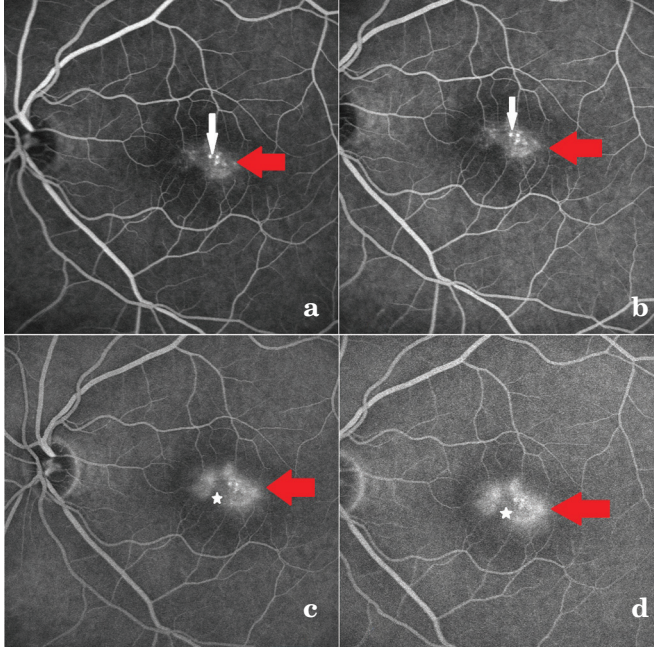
Tip 2 jukstafoveal telenjektazi hastasında fundus floresein anjiografide; a-b) erken safhada fovea temporalinde derin katlarda noktasal hiperfloresans (beyaz ok), c-d) ilerleyen safhalarda erken safhalarda görülen hiperfloresan alan ile beraberinde halkasal hiperfloresans (kırmızı ok) ve dik-açılı damar (beyaz yıldız).
